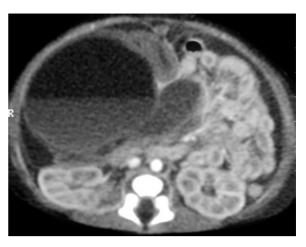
Duplikationszyste mit Volvulus und konsekutiver Nekrose. Axialer CT-Scan eines einen Tag alten Säuglings. Große zystoide Struktur im rechten Mittelbauch mit 2–4 mm breiter Berandung und intraluminaler Spiegelbildung flüssiger Phasen. Angrenzend Darmstrukturen, ebenfalls ohne Kontrastmittelaufnahme. Nachweis von Aszites. Die zur Dünndarmduplikatur gehörigen akzessorischen Peritonealduplikaturen sind kaum auszumachen und für die Bildinterpretation nebensächlich (Anmerkung: verrauschter Bildcharakter durch minimale Dosis und starke Vergrößerung). Bei zunächst durchgeführter Sonographie konnte die Diagnose nicht gestellt werden
